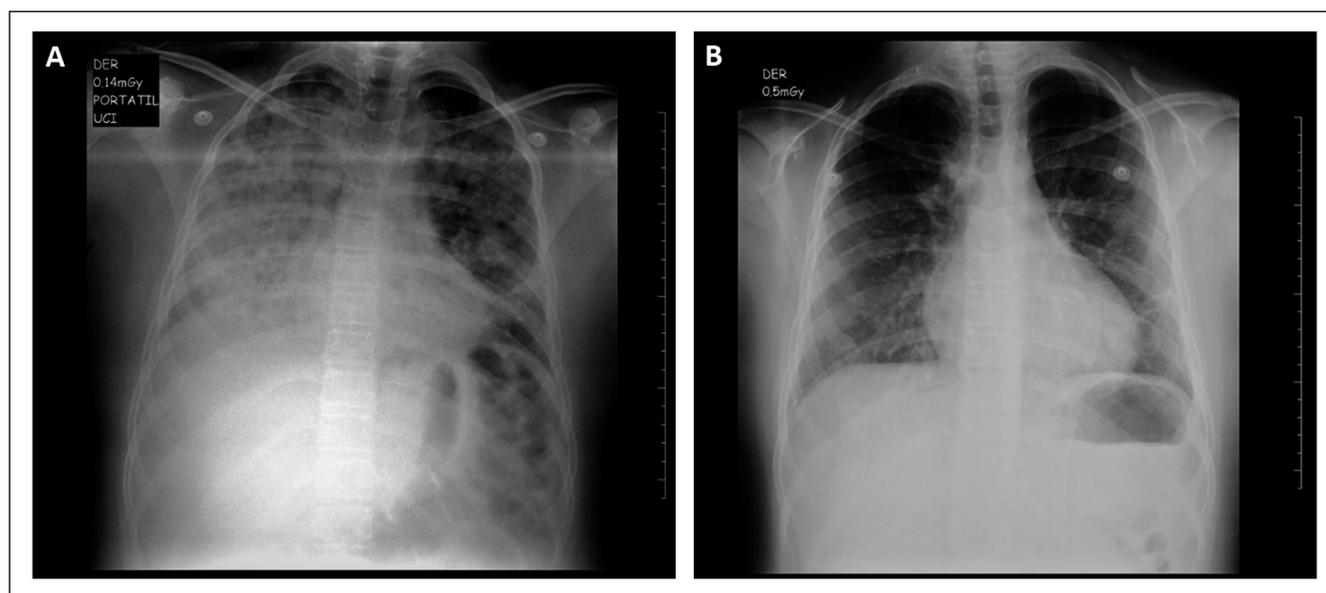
Caso 6, en la imagen A se observa la radiografía de ingreso donde se evidencian opacidades homogéneas en hemitórax derecho con borramiento parcial del ángulo costo frénico derecho e infiltrados pseudonodulares en ambos campos pulmonares. En la imagen B se observa la radiografía de control tomado a las 24 h en la cual se observa mejoría las opacidades pulmonares con persistencia de estas a nivel bibasal.
